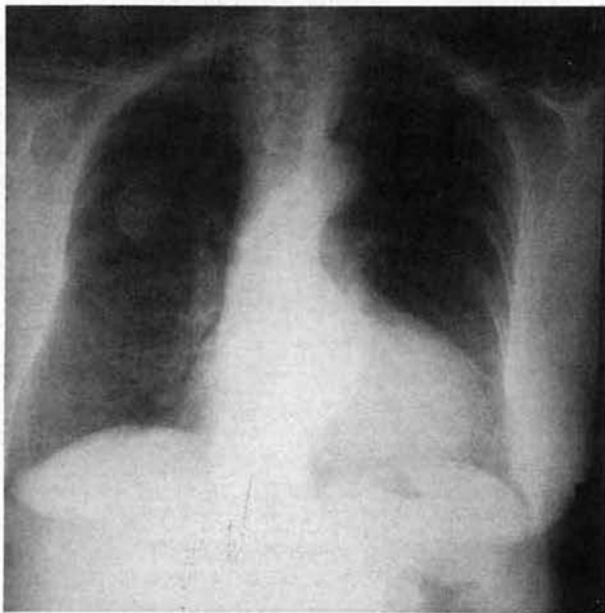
Radiografia simples do tórax PA, mostrando nódulo solitário, bem delimitado do LSD (Metástase colo-rectal).
